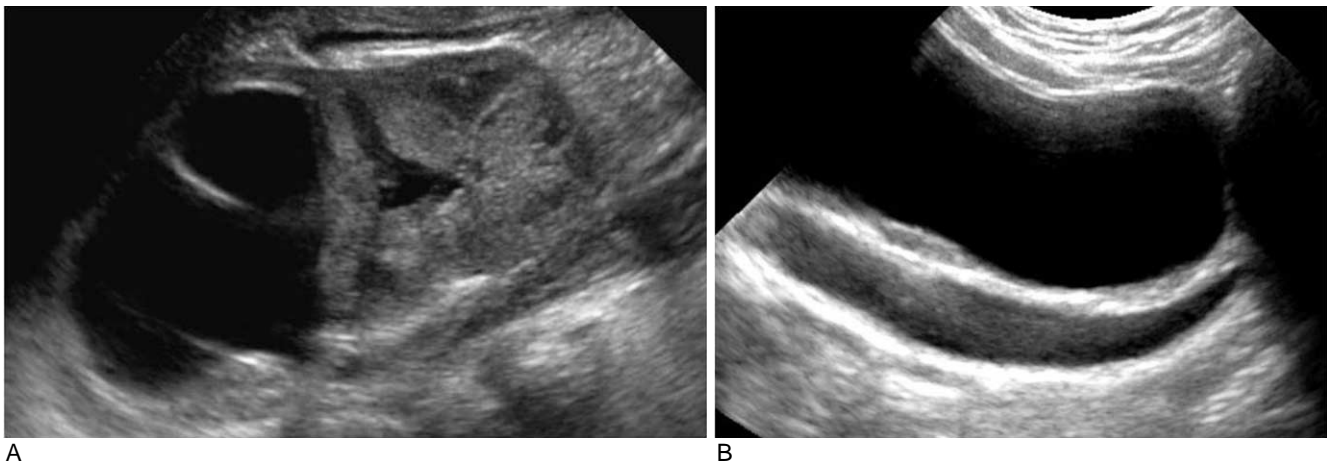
Duplex collecting system anomalies in a 1-month-old girl. A. Ultrasonography of the kidney shows marked upper pole hydronephrosis with minimal dilatation of lower pole, indicative of a duplex collecting system. B. Longitudinal scan of the urinary bladder shows dilated retrovesical ureter with lower ectopic insertion.
